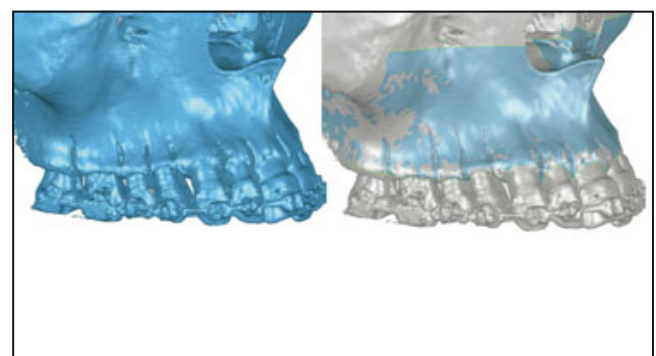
Nach dem Verbinden des kieferorthopädischen Drahts wurde mit einem weiteren CT überprüft, ob die Wurzeln unbeschadet waren und die geplanten und durchgeführten Inzisionen präzise übereinanderlagen.
